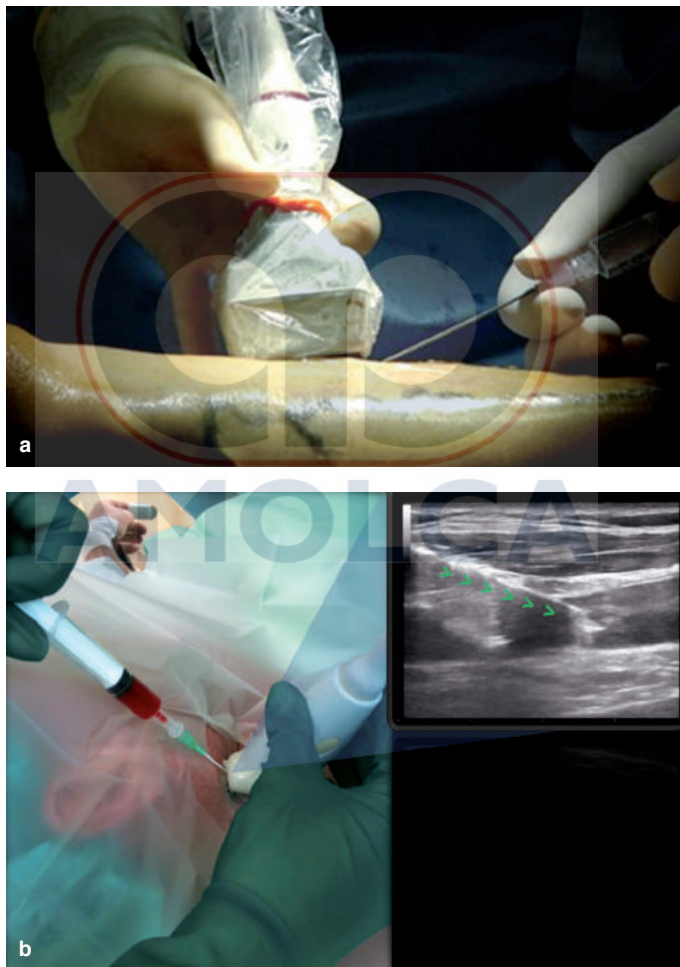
a Ecografía dinámica realizada con dos operadores. Uno mantiene la sonda en posición, el otro ejecuta la maniobra de canulación venosa. b Abordaje IP en eje longitudinal de la VGI en tiempo real por un operador único.
